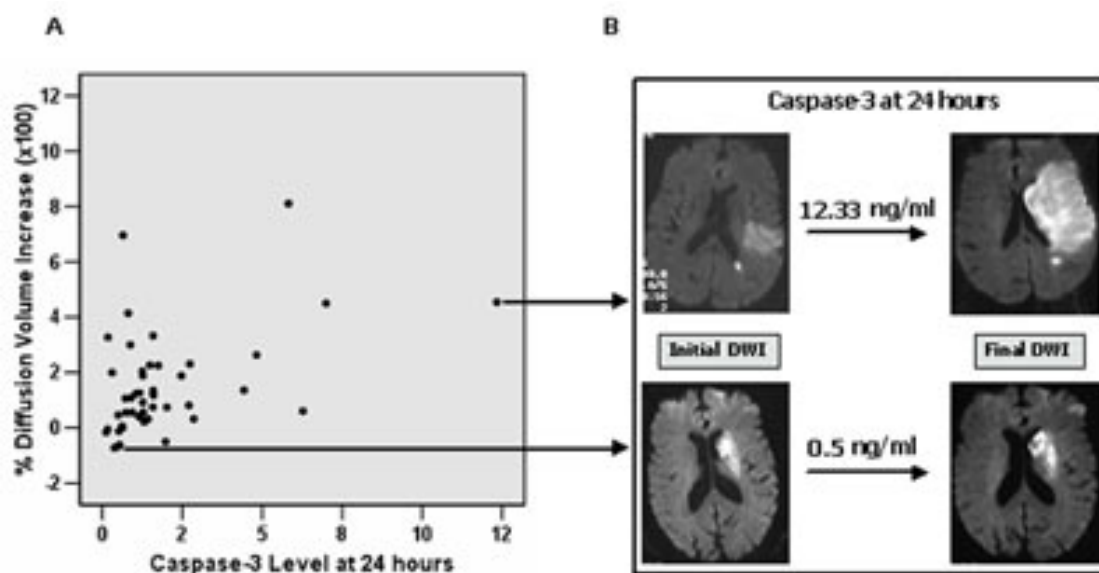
Niveles de caspasa-3 en relación con el crecimiento del infarto. Correlación entre el crecimiento de la lesión isquémica y los niveles de caspasa-3 a las 24 horas (Figura A), e imágenes de difusión por resonancia magnética ilustrando el crecimiento de la lesión en dos casos representativos (Figura B).
